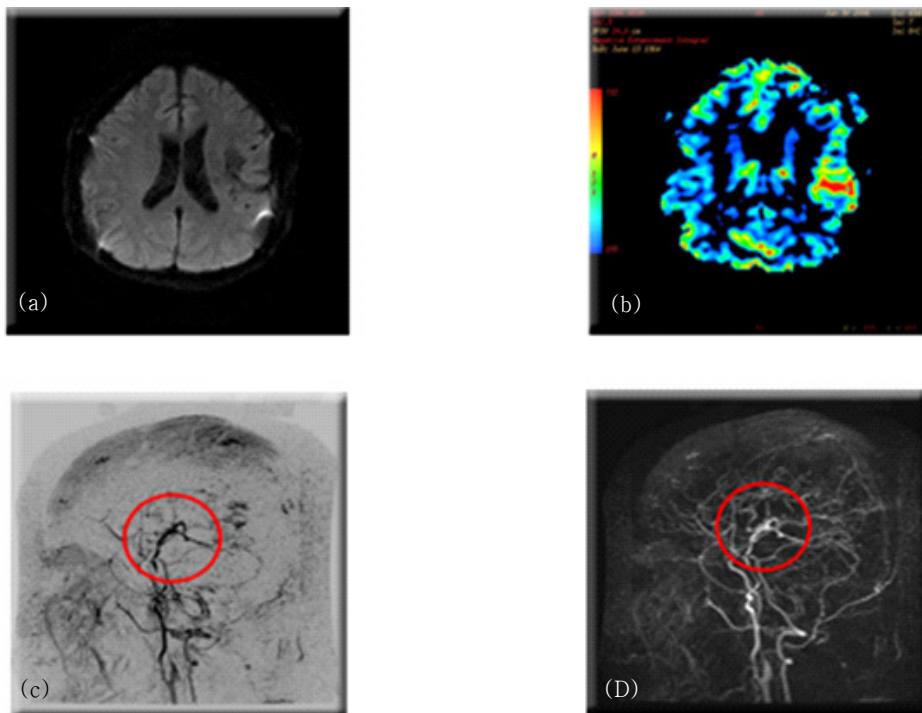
TRICKS MCA bypass patients scanned imaging techniques. (a) DWI (diffusion weighted imaging) diffusion coefficient of the organization as a way to get an image according to the blood supply to the initial stroke as well if not T2, T1 can not detect whether a special or DWI The site contains more than fly through. (b) perfusion imaging (perfusion) as a brain hemodynamics can easily observe the phenomenon in order to ensure rapid gadolriumgwa paramagnetic contrast agent is injected contrast material in the brain by measuring the change in susceptibility over time through the day (fast pass) and the technique is difficult to diagnose early stages of cerebral infarction is useful for. (c) TRICKS Invert a video image, (d) TRICKS imaging observations of the middle cerebral artery was well.
